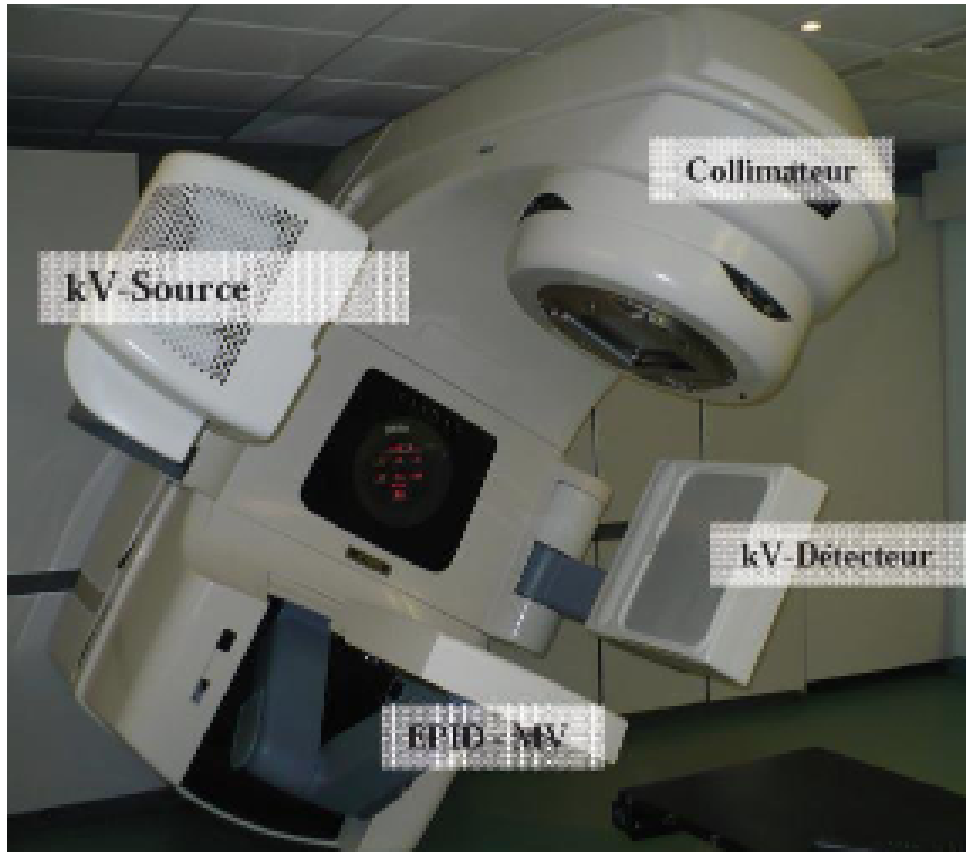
Accélérateur linéaire équipé d’un imageur portal à haute énergie (MV EPID) et d’un imageur embarqué (source et détecteur) basse énergie (kV) ; le système de tomographie conique de basse énergie (KV CBCT).
